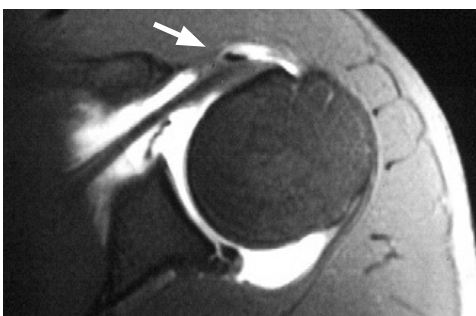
МРТ, аксіальна проекція: вивих сухожилля ДГ ДМП
